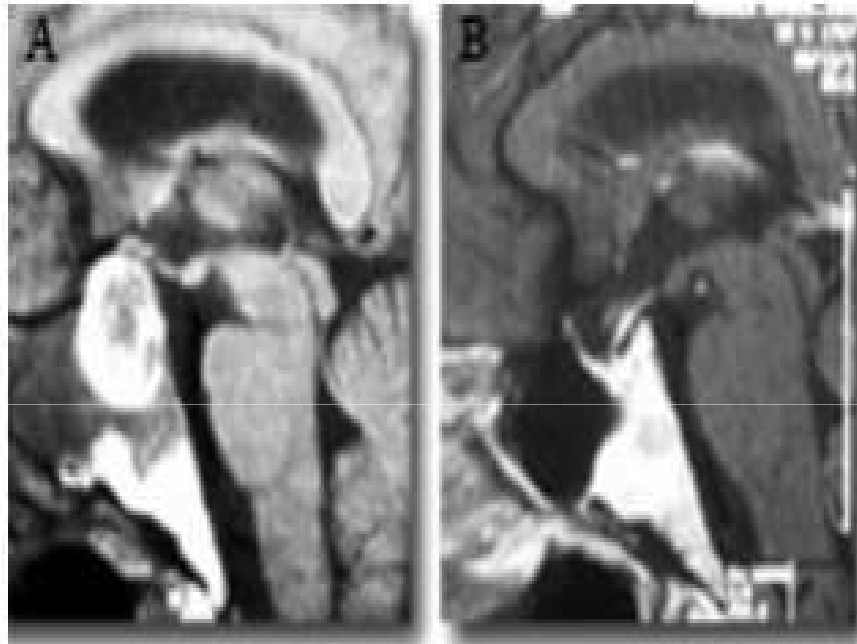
A: RM sagital de una apoplejia de un adenoma de hipófisis. B: RM del mismo paciente un año después: silla turca vacía, tras la resolución espontánea de la apoplejia.
